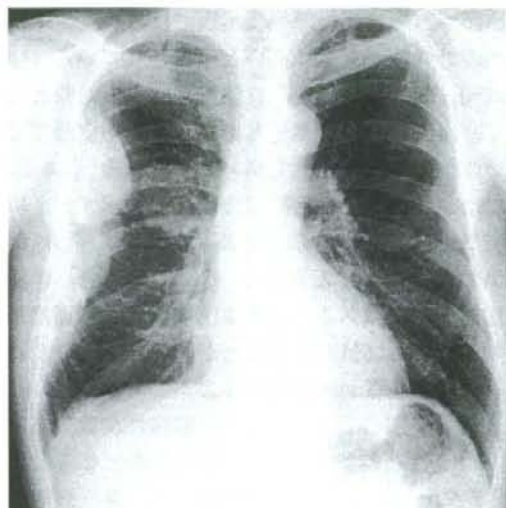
胸水を伴わない腫瘍形成型の中皮腫症例の胸部X線正面写真
